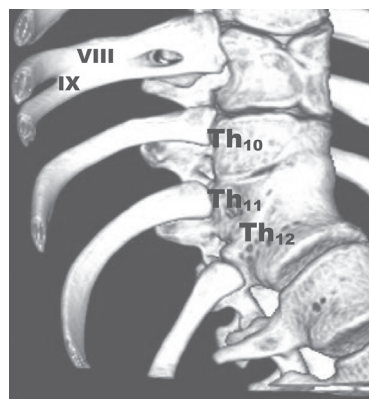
Костный блок тел и дуг нижних грудных позвонков, конкреция ребер (3D-реконструкция грудного отдела позвоночника, вид с правой стороны). Компьютерная томограмма
